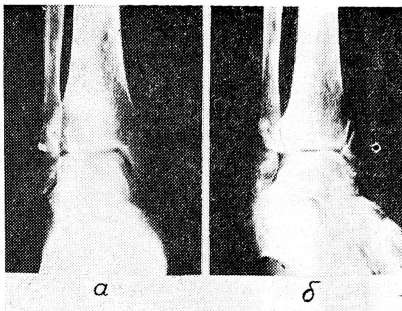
Рентгенограммы голеностопного сустава в обычной передне-задней (а) и косой (б) проекциях. В косой укладке определяется ложный сустав внутренней лодыжки, не выявляемый на обычной рентгенограмме.
